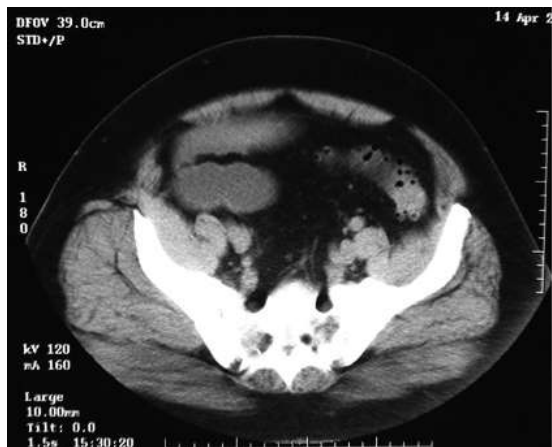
TAC de abdomen: presencia de divertículos en colon sigmoides.
